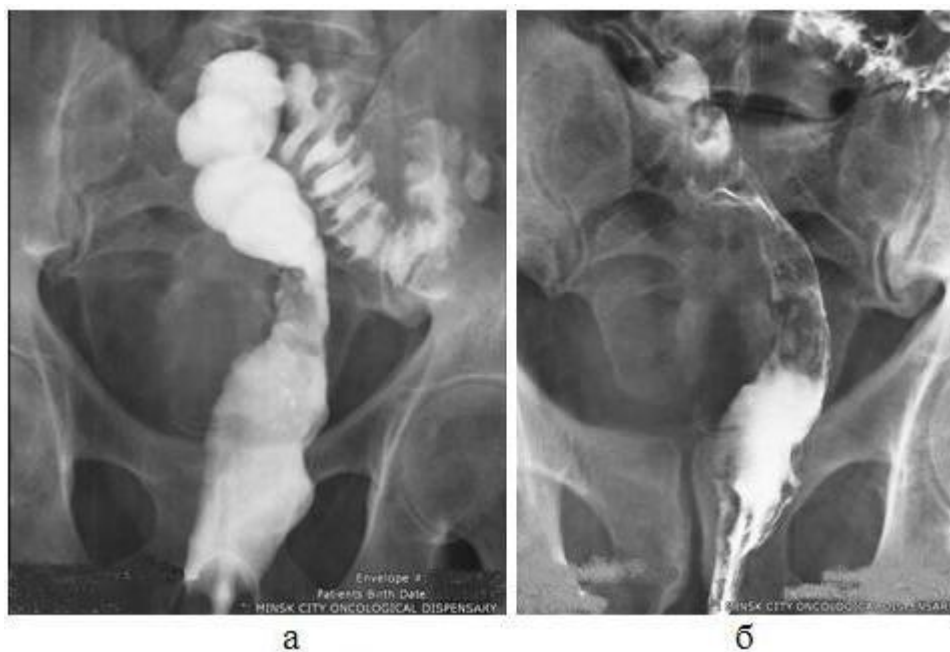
Ирригоскопия с двойным контрастированием (а,б) и компьютерная томография (в)
